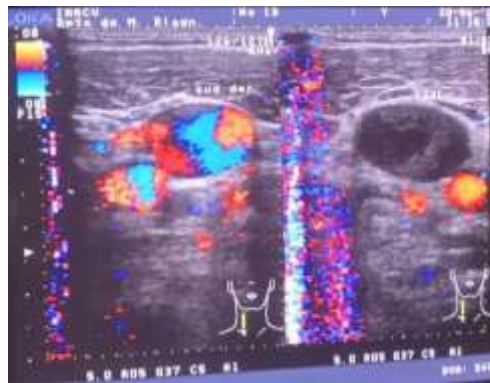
Eco-Doppler venoso. Comparación de la luz de la vena yugular interna derecha con flujo y la izquierda con el trombo en su interior.
